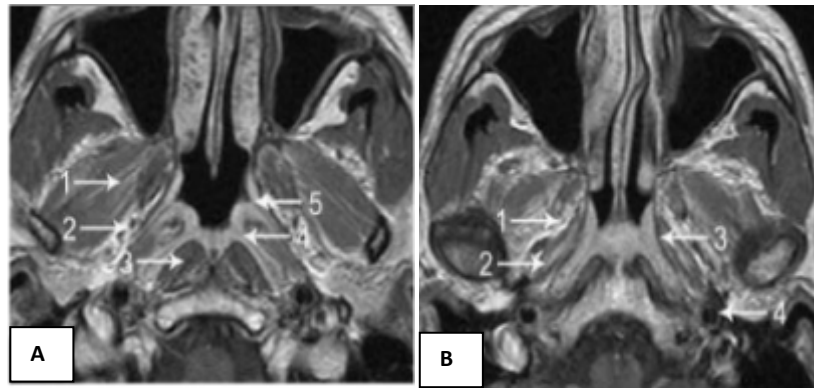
Aspect normal du cavum à l'IRM, coupes axiales pondérées T1 après injection de chélates de Gadolinium passant par la partie moyenne(a)et haute(b) du nasopharynx.
